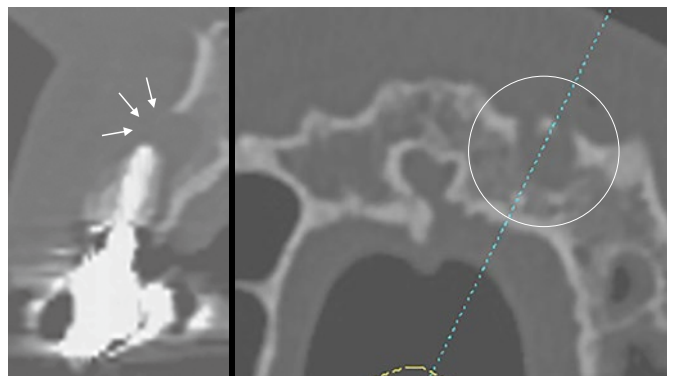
初診時のCTクロスセクショナル・水平セクショナル像。根尖嚢胞腔は顕著に確認できるが、わずかな歯冠側・唇側骨の存在が確認できる。
